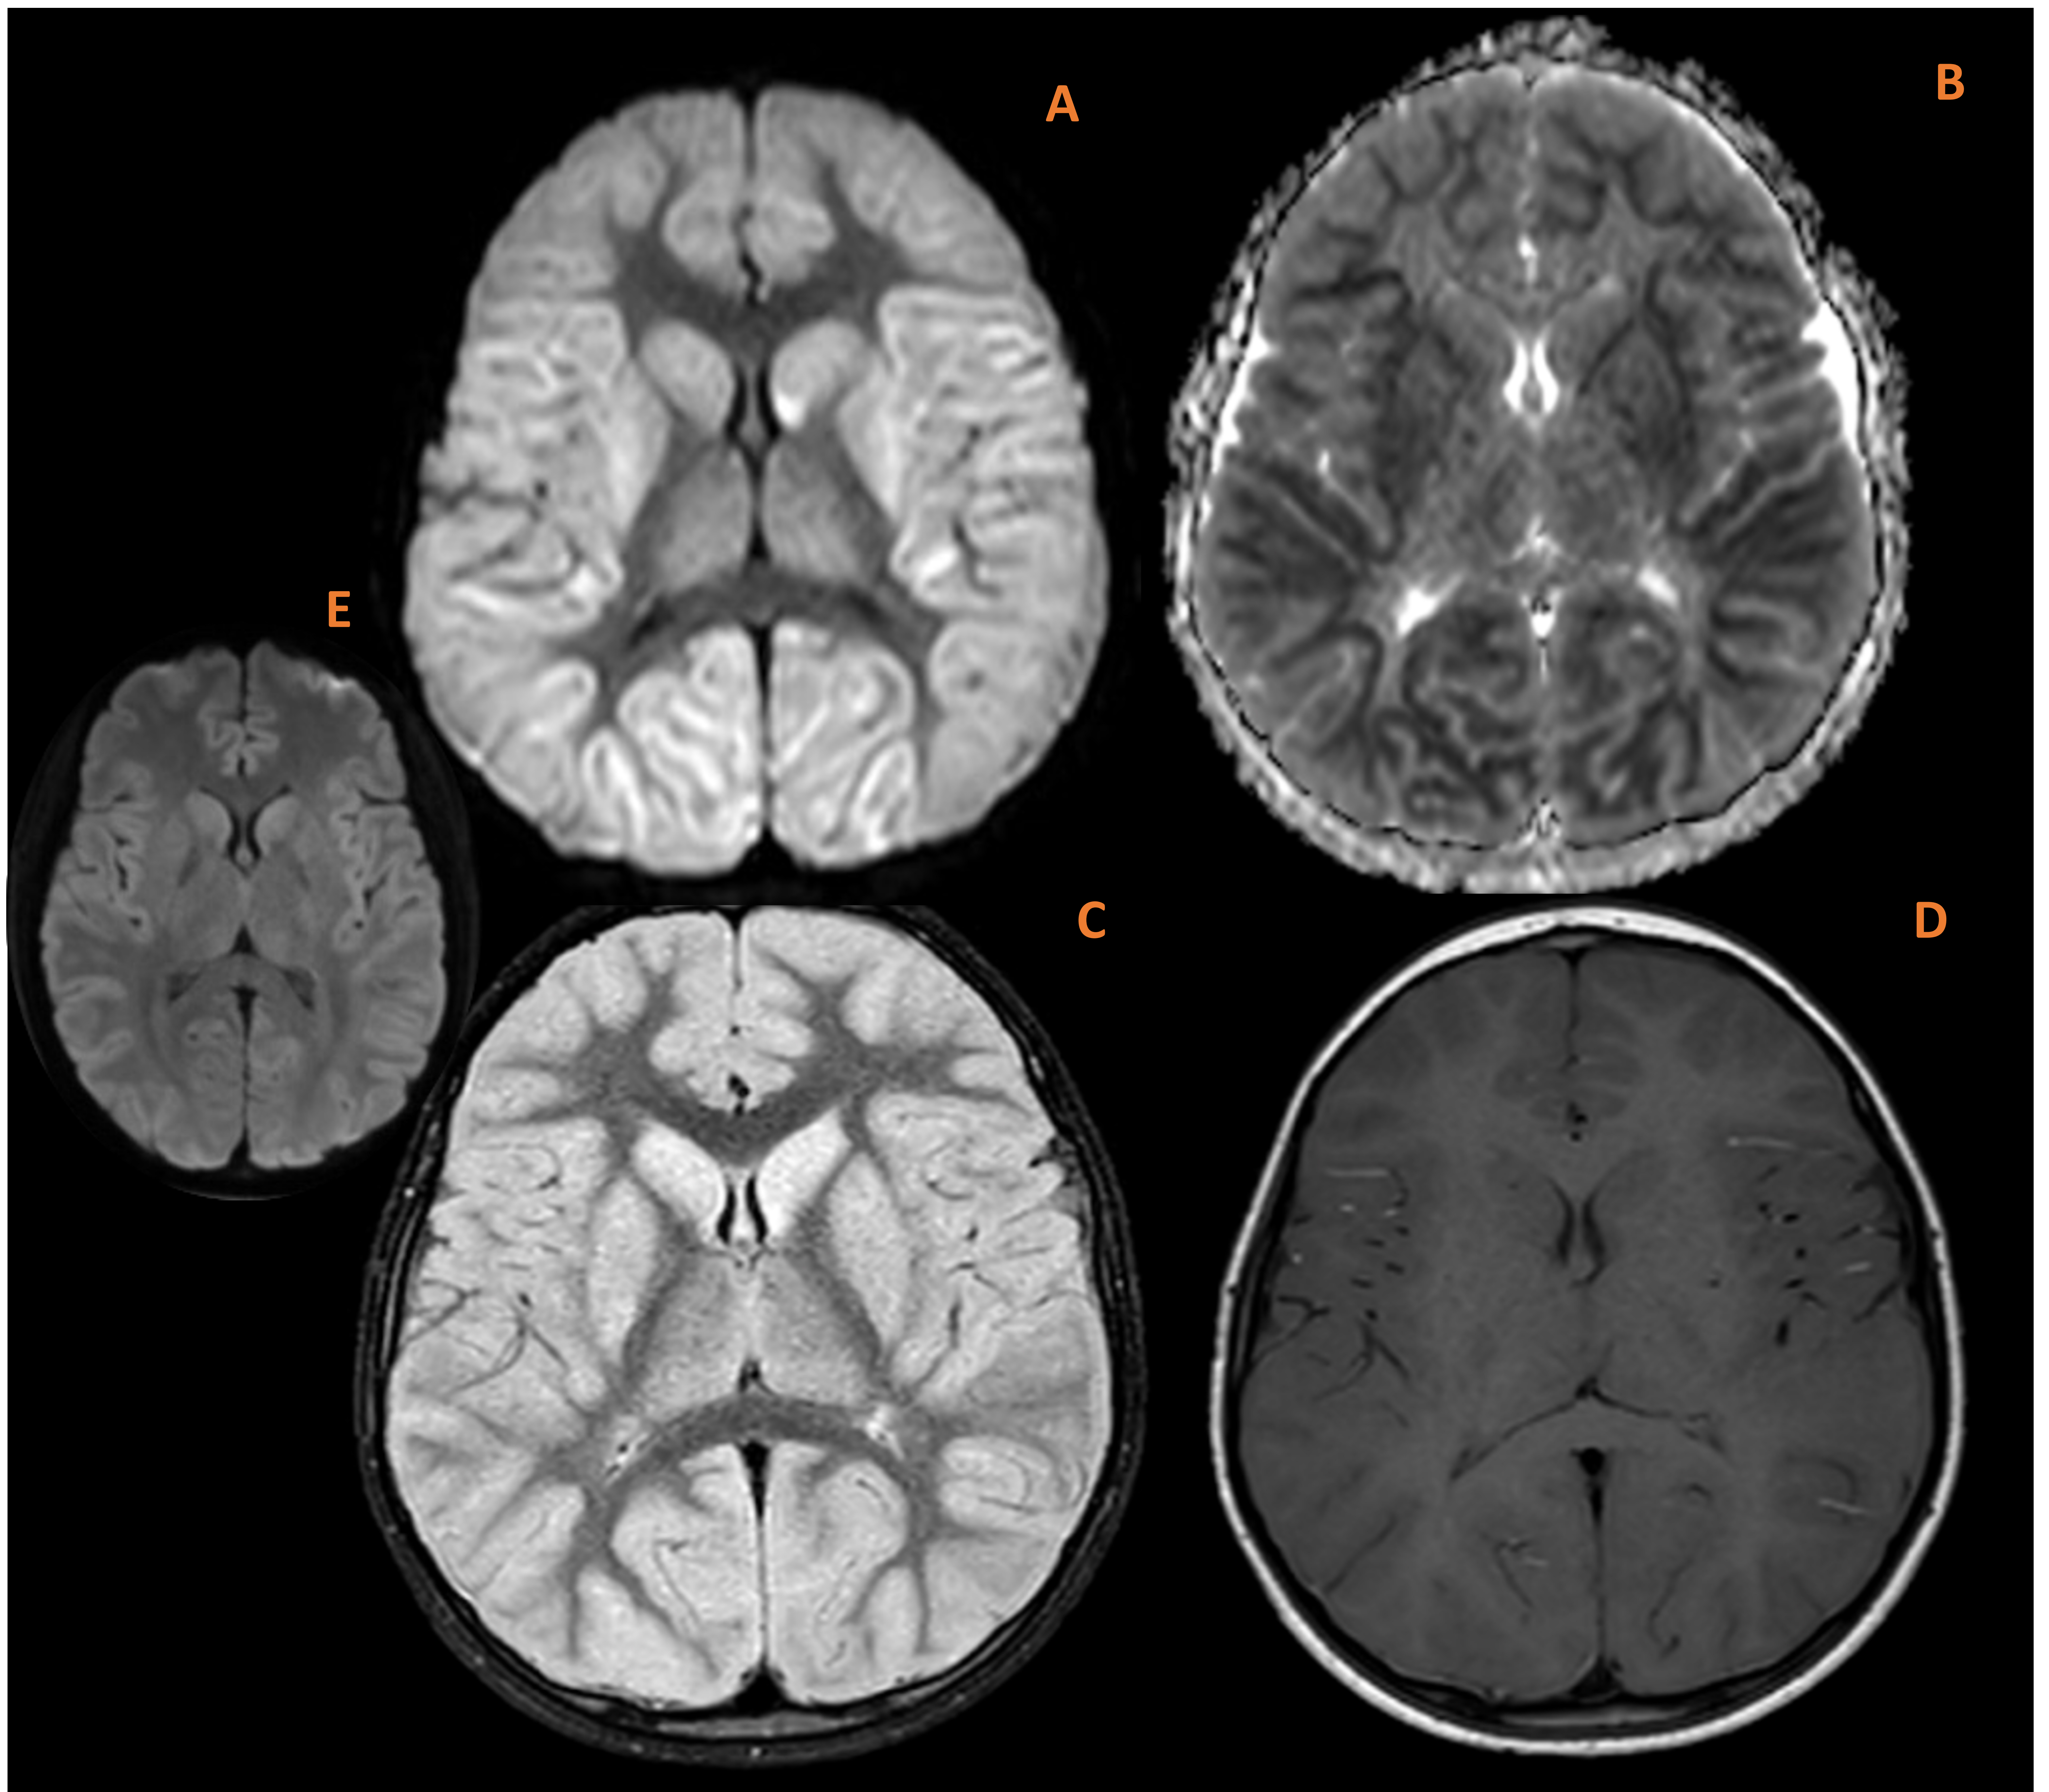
Niño de 7 años con EHI grave con patrón global en contexto de ahogamiento. RCP durante 40 min. Severa y extensa alteración global de la señal de resonancia en los ganglios basales (núcleos caudados y lenticulares bilaterales), tálamos, región cortical difusa en forma de hiperintensidad en T2 (C) con restricción a la difusión (A, B). Ausencia de las alteraciones en T1 (D). Imagen de DWI del cerebro sano (E) para la comparación.
